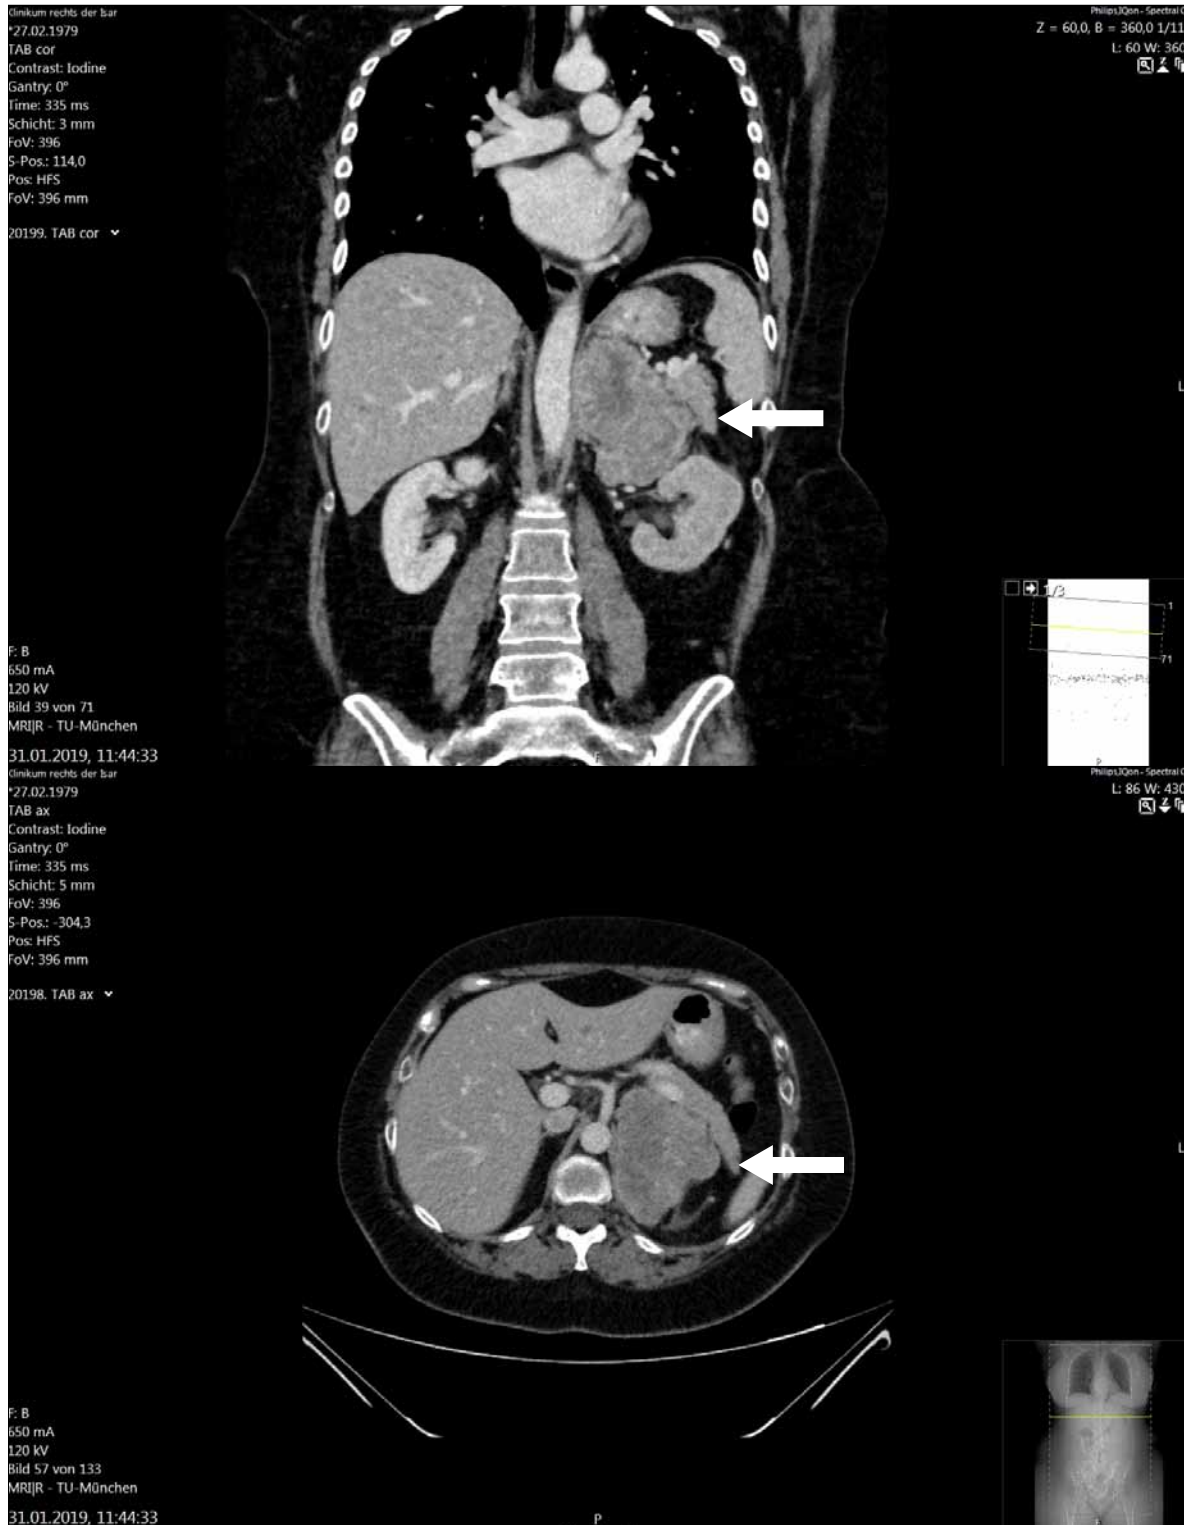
Computer tomography of a locally advanced (pT3) adrenocortical carcinoma of the left adrenal gland in a 39-year-old female patient.
